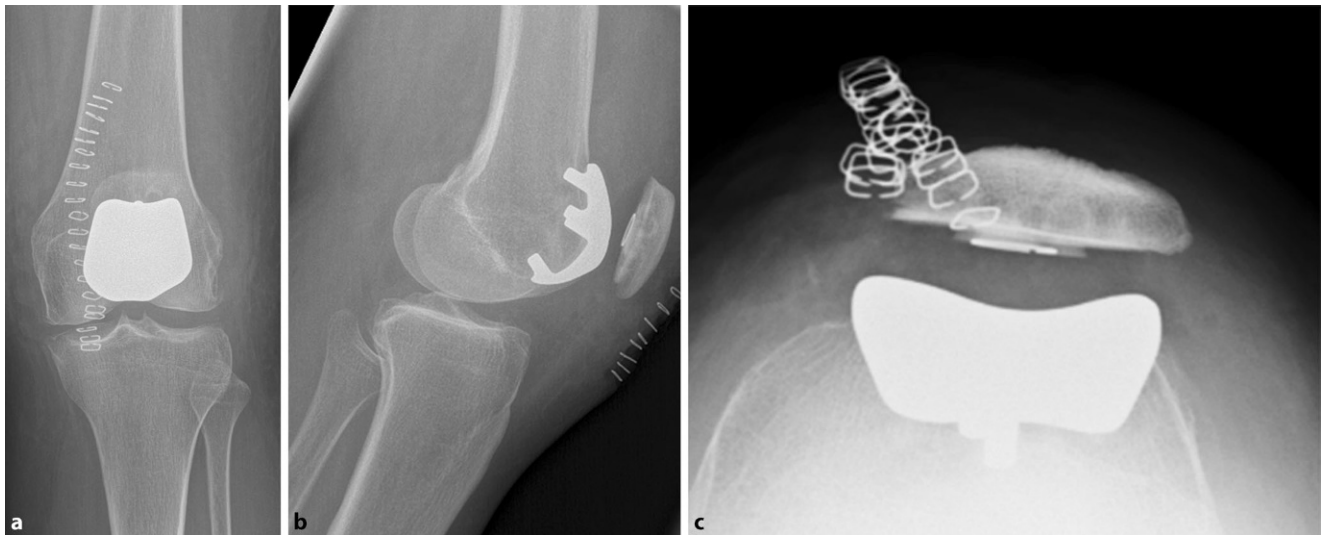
▲ Patient 1: postoperative Röntgenbilder nach zementiertem Onlay-Gleitlagerersatz und zementiertem Retropatellaresatz, Patella nun zentriert ohne Tilt. a Knie links a.-p. postoperativ. b Knie links seitlich postoperativ. c Patella tangential postoperativ
